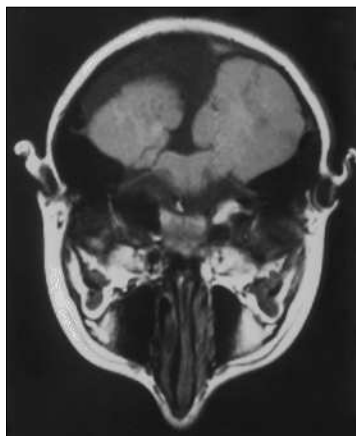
TC craneal de la paciente. Se observa que el IV ventrículo se abre a una gran cisterna magna y que existe una hipoplasia del hemisferio cerebeloso izquierdo y de vermis.
